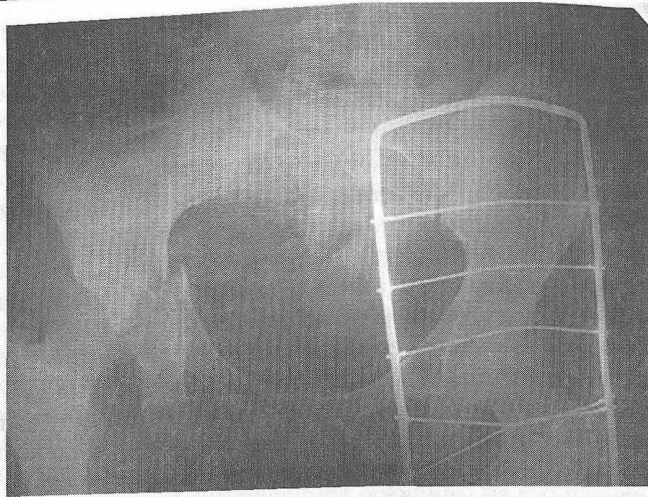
Полифокальный перелом костей таза: подвздошной кости, вертлужной впадины, расхождение лонного сочленения (рентгенограмма)
